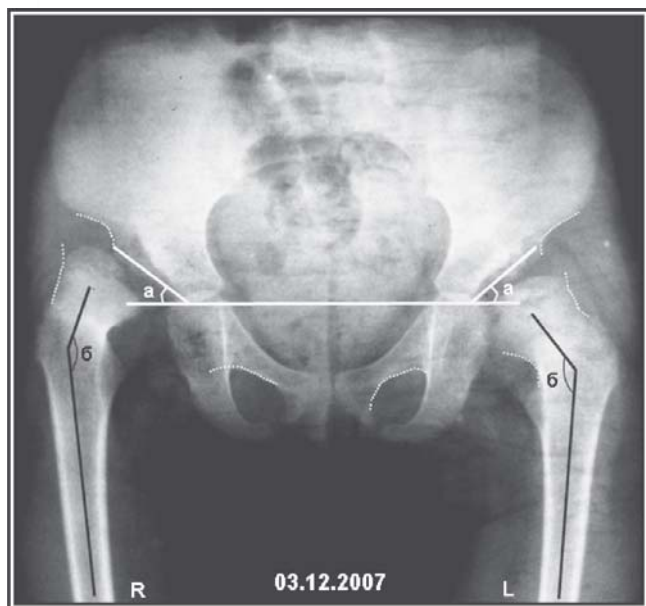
Рентгенограмма таза. Переднезадняя проекция. Врожденный вывих обоих бедер. Черным указаны шеечно-диафизарные углы (углы β) до операции (правый – 160° и левый-141°). Белым указаны ацетабулярные углы (углы α) до операции (правый – 37° и левый-43°).
